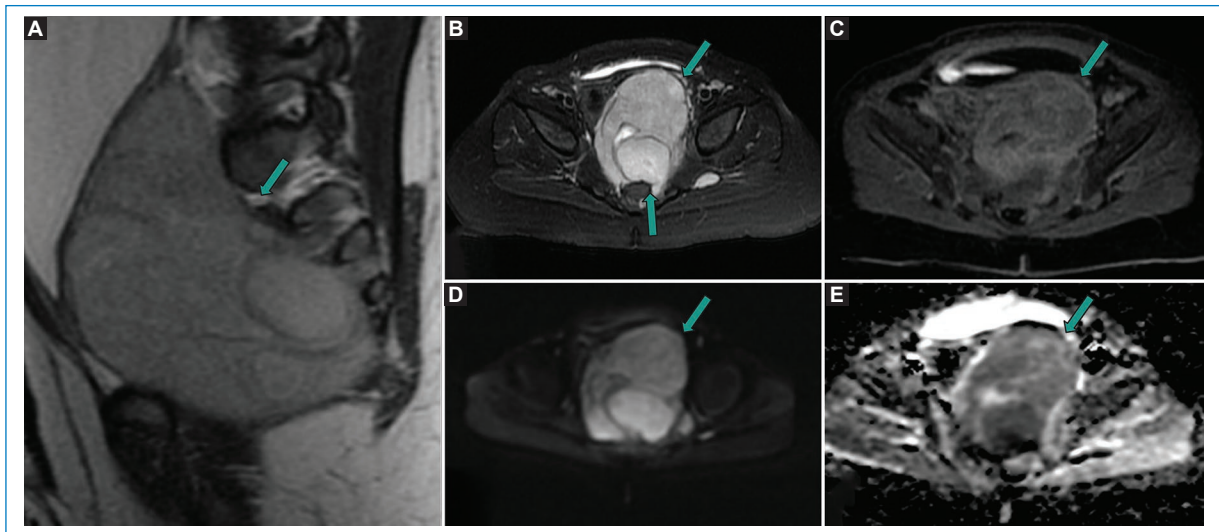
Mujer de 16 meses. Resonancia magnética de pelvis: lesión presacra que genera compromiso y remodelación de los neuroforámenes, con moderada señal en T2, realce con el contraste (A-C) y restricción en la secuencia de difusión (D y E). Diagnóstico histológico de neuroblastoma.
